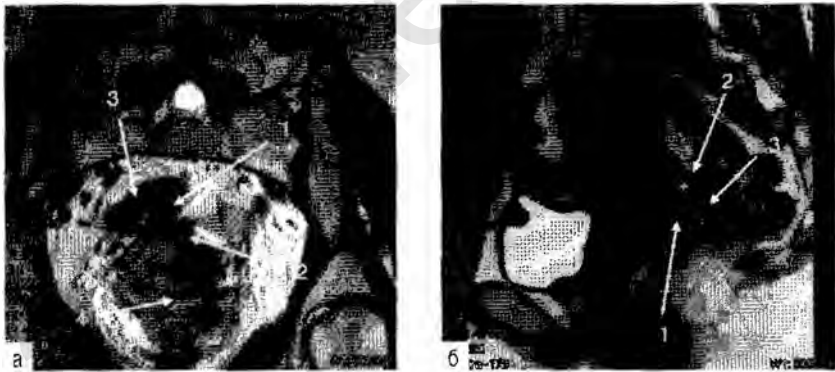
МРТ. На T2-взвешенном изображении в коронарной плоскости (а) определяется образование в области ректовагинального пространства, неоднородное по структуре, близкое по сигналу к ткани эндометрия (1), инфильтрирующее заднюю стенку шейки матки (2) и прилежащую сигмовидную кишку (3); по передней стенке шейки матки слева определяется эндометриоидный инфильтрат, распространяющийся в область свода влагалища (4). На T2-взвешенном изображении в сагиттальной плоскости (б) в области ректовагинального пространства выявляется образование неоднородной структуры (1) с наличием кистозных полостей (2), инфильтрирующее стенку прямой кишки (3).
